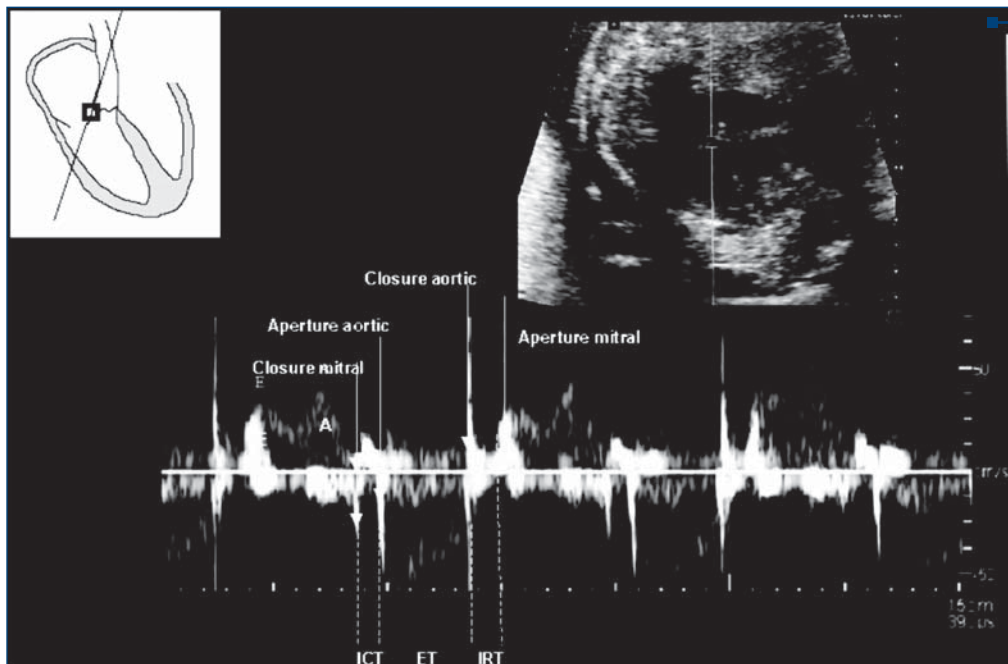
Modul de măsurare a vitezilor în Doppler pulsatil: măsurarea intervalelor de timp la nivelul conului de ejecție aortic pentru determinarea Tei index Doppler pulsatil, în care ICT=TCl; ET=TE; IRT=TRl⁽³⁾
